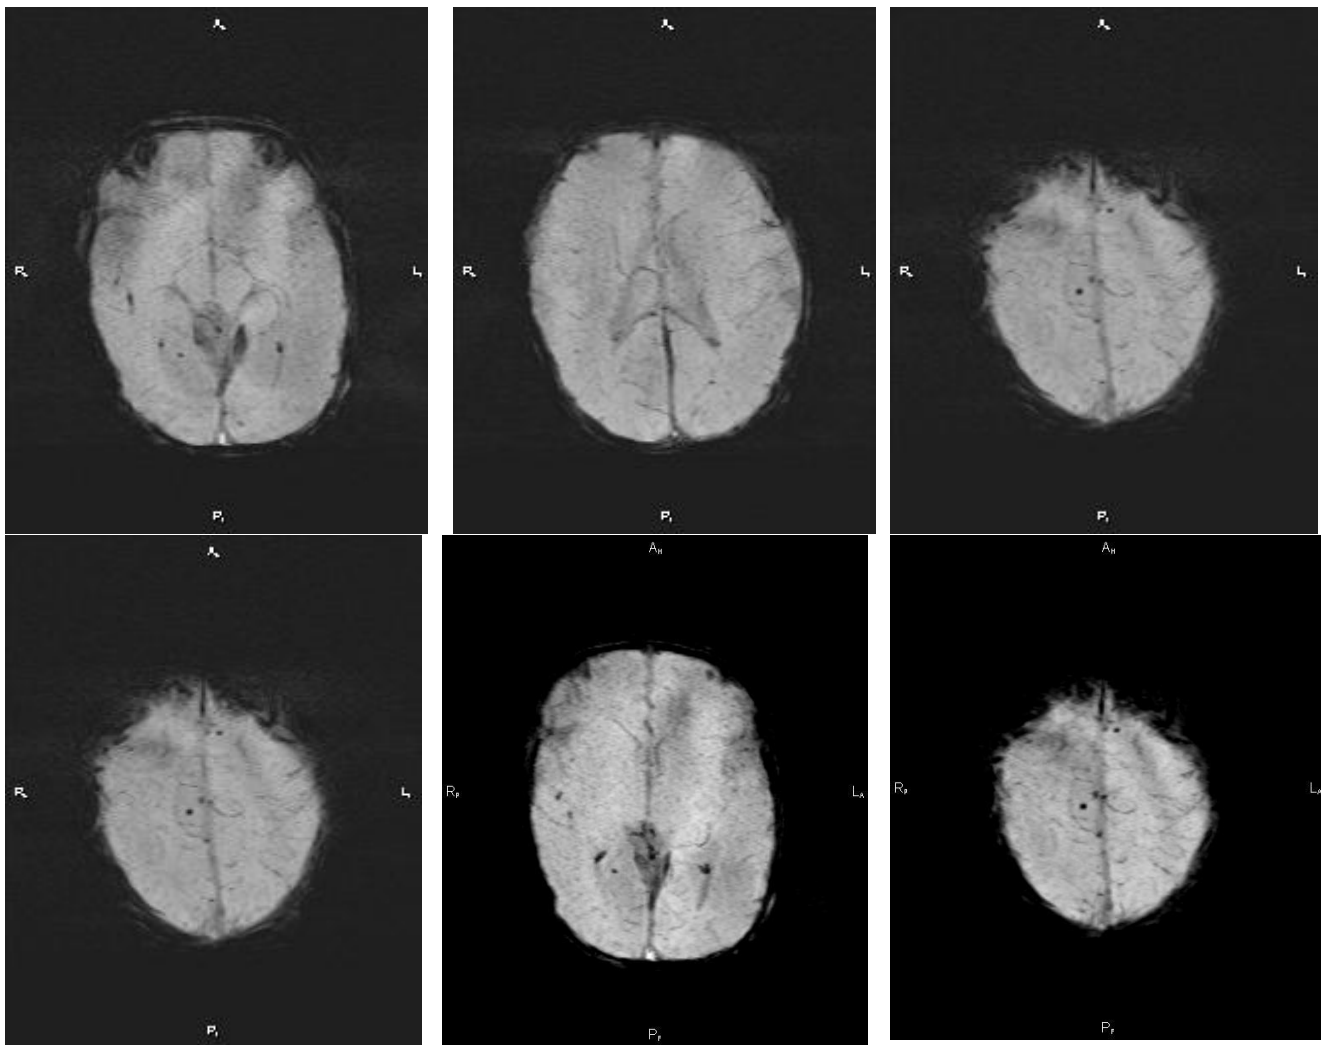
МРТ головного мозку: петехіальні крововиливи у пацієнта з подвійним відходженням магістральних судин від правого шлуночка (*Джерело: надано лікарями радіологами відділення радіології НПМЦ ДКК МОЗУ*)
